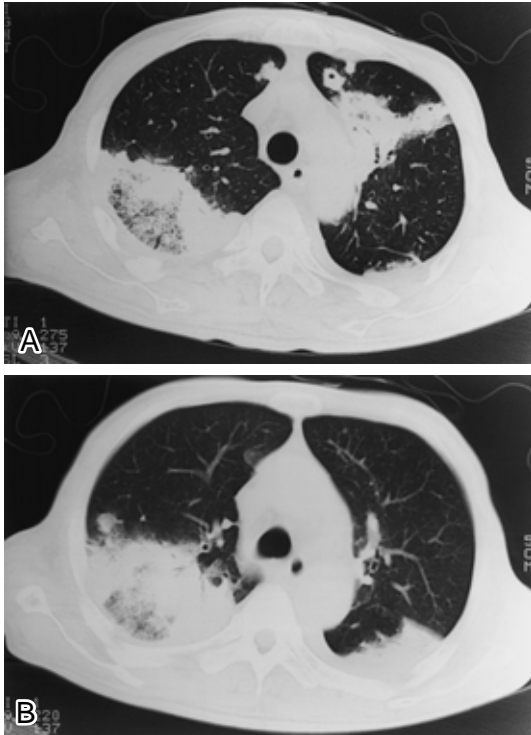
Chest CT scan on day 6 of hospitalization (January 20, 1999), showing the cavity in the left apical lung field, bilateral areas of large consolidations, bilateral effusion and multiple small lung nodules with cavities.
